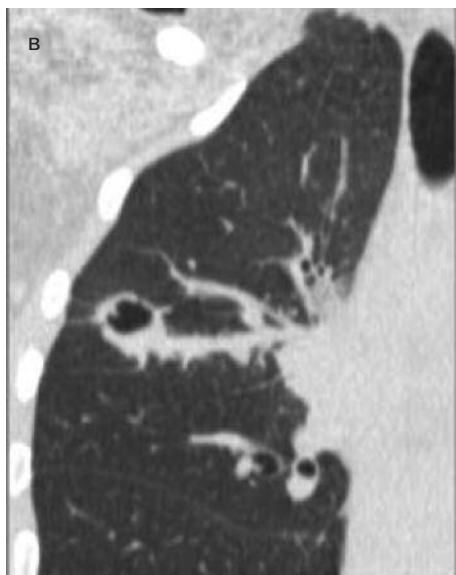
Жінка, 35 років, периферична пухлина S2 правої легені (порожниста форма): цифрові зображення легені пацієнтки, отримані за допомогою рентгенографії (а), томосинтезу (б) та комп'ютерної томографії (в)
